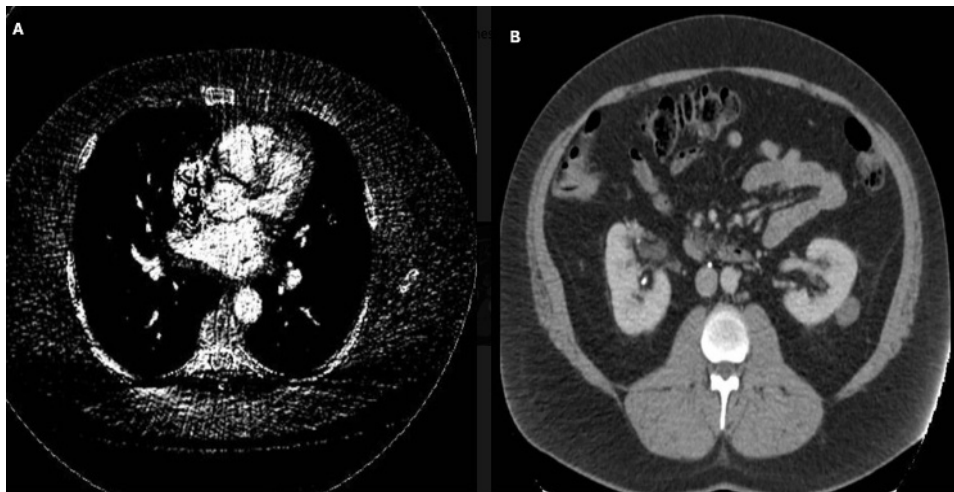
TC dual-source em paciente com obesidade (A, B). Dois tubos de raios X são utilizados simultaneamente no mesmo kVp (135). Observe a melhora na qualidade da imagem.
